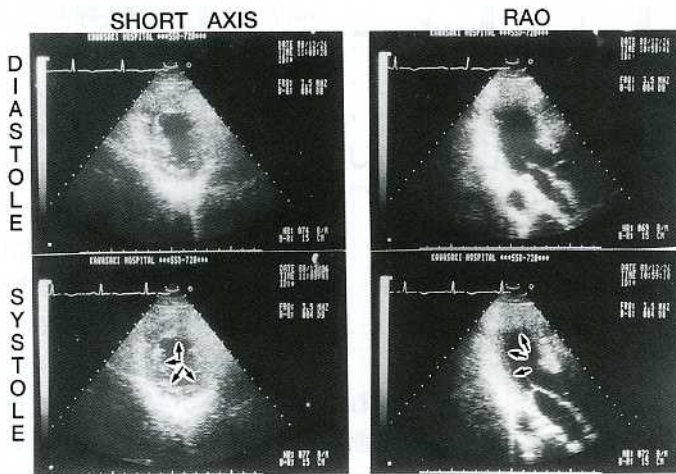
Echocardiogram on admission, demonstrates wall motion abnormalities of the left ventricle including papillary muscle. (arrow)
